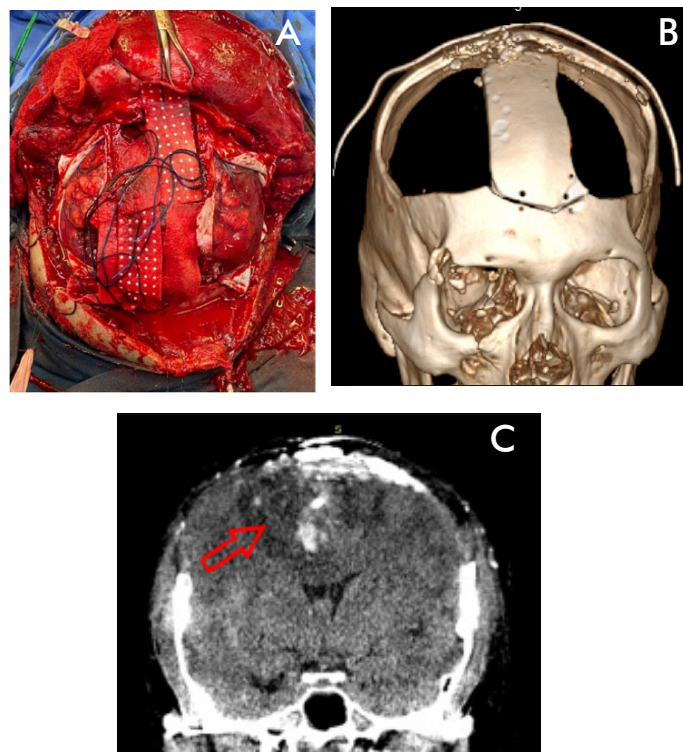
A) Control transoperatorio y B) Reconstrucción 3D de TC postoperatoria. C) Seguimiento postoperatorio con TC; sección coronal del cráneo.
